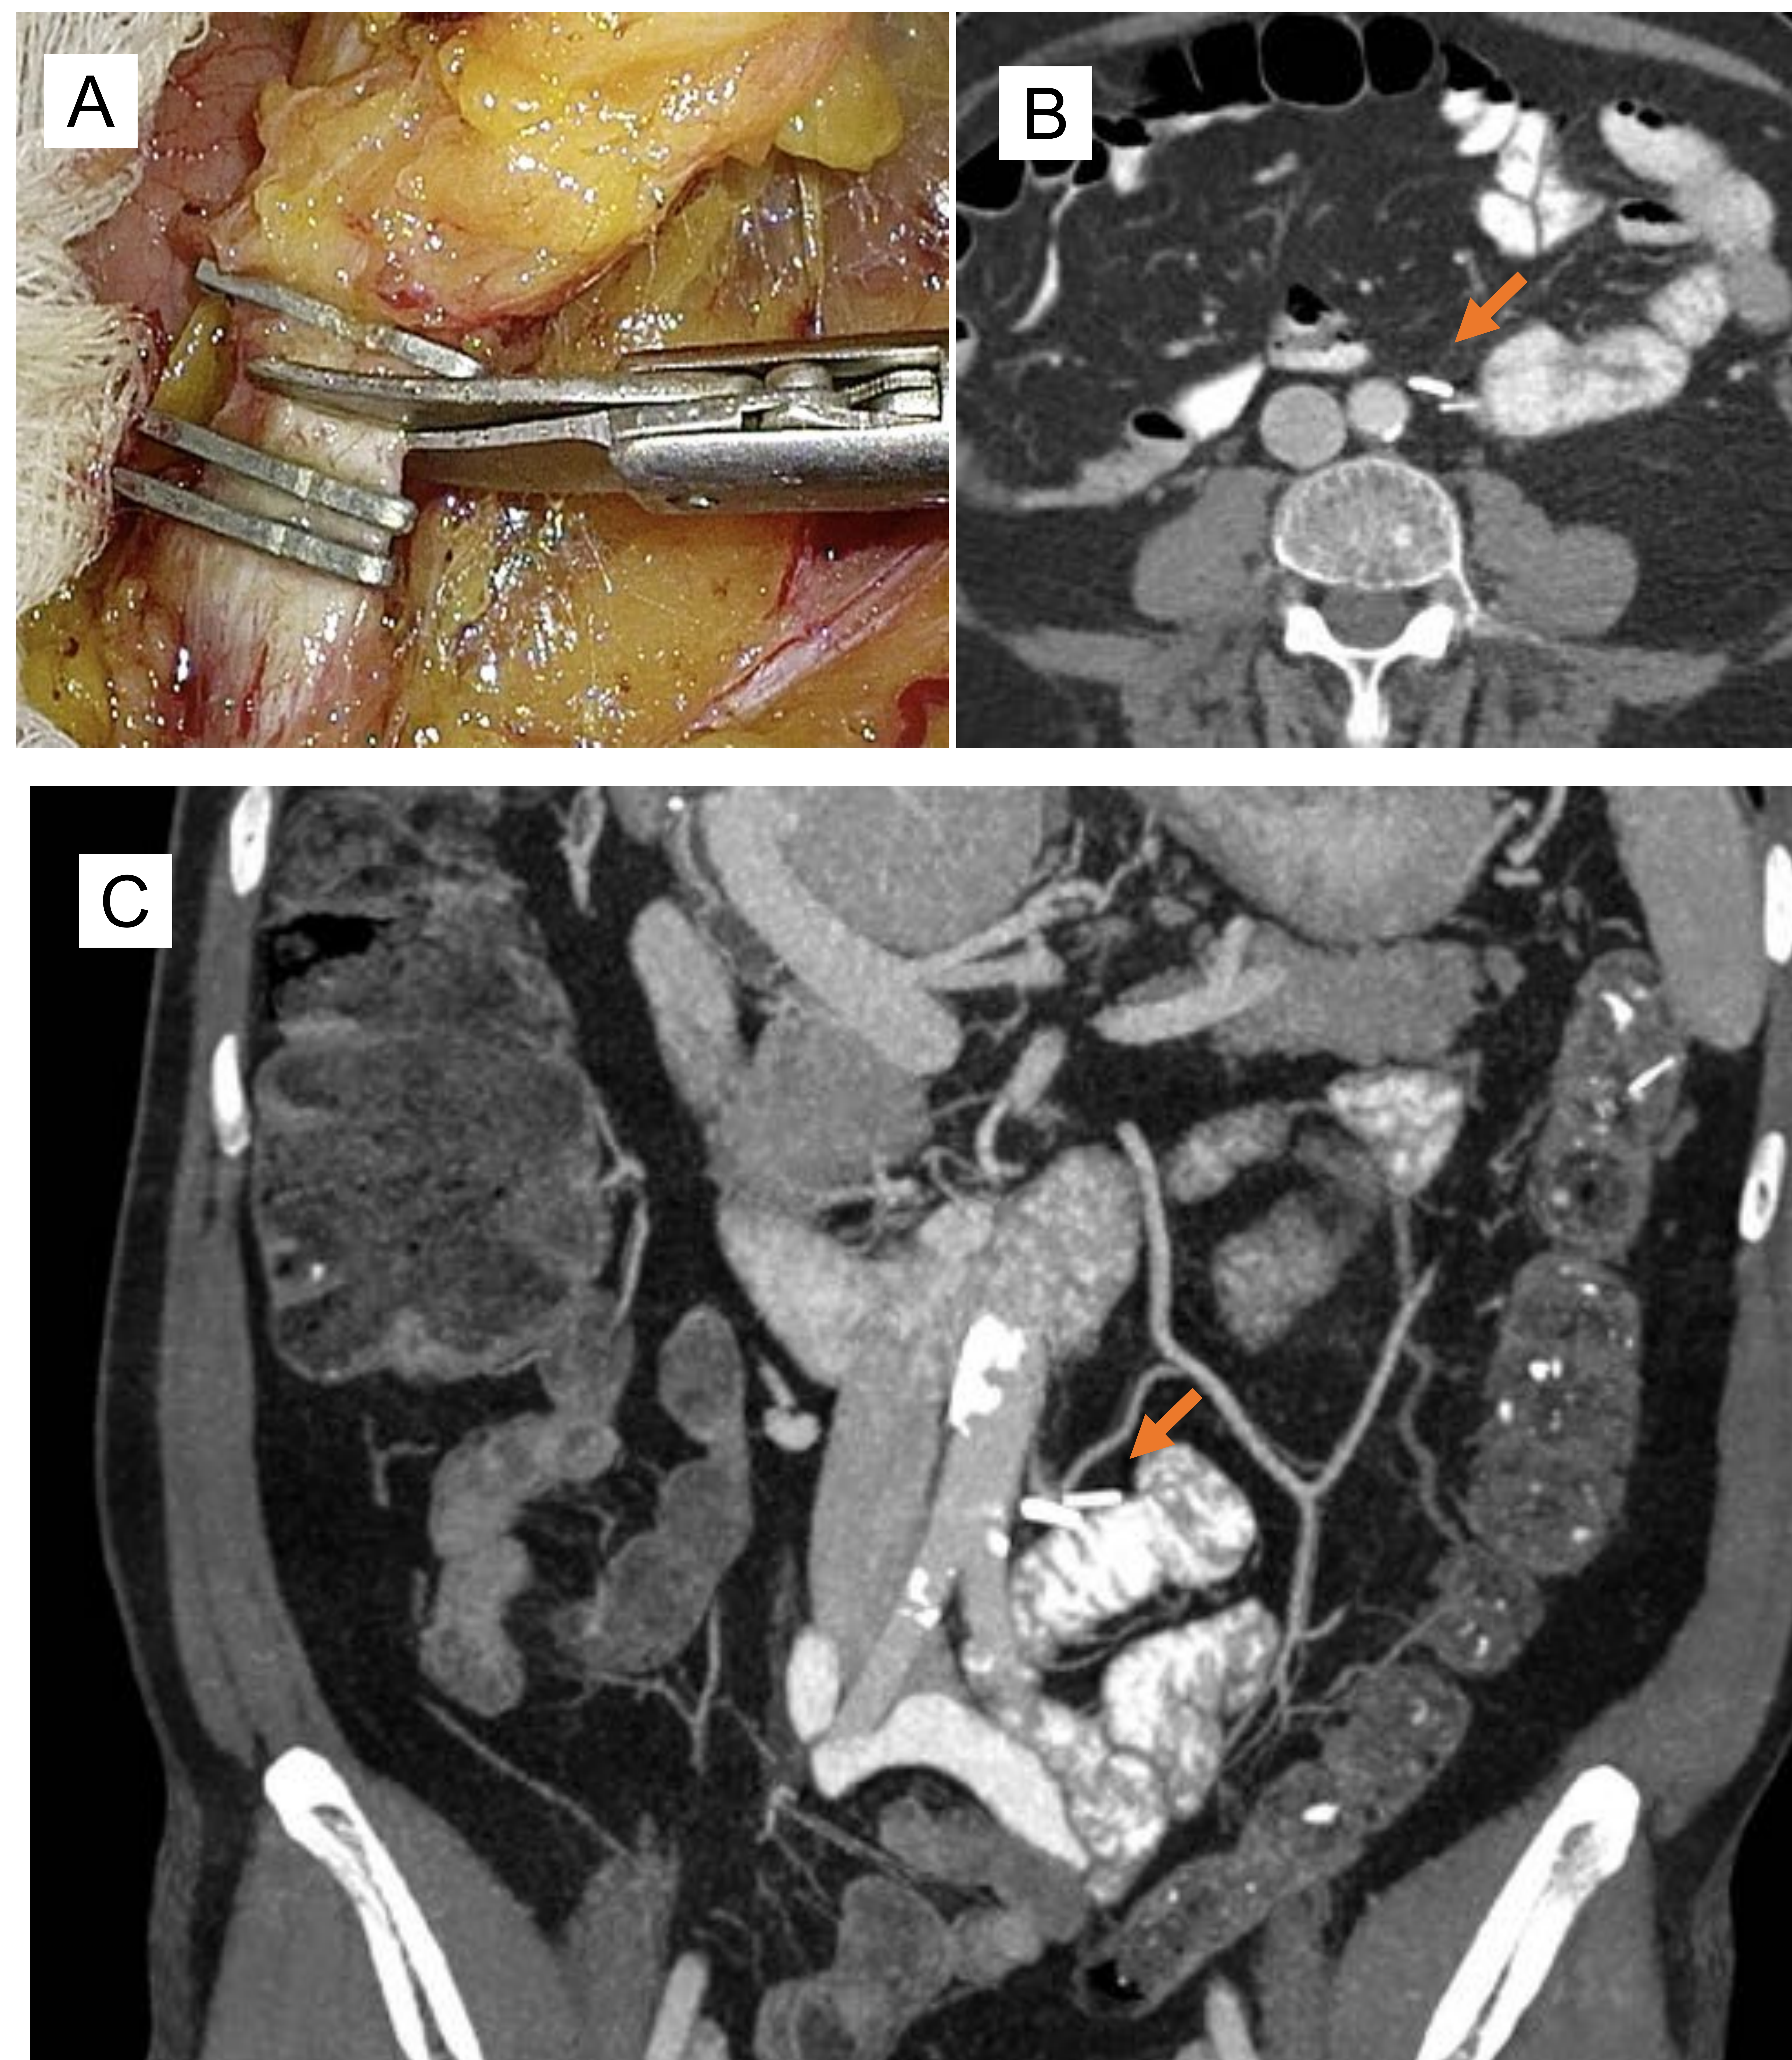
A: Clips vasculares en arteria mesentérica inferior (AMI) en cirugía de resección rectal. B y C: TC postquirúrgico donde se visualiza el clip quirúrgico metálico en AMI (flechas). Reconstrucciones axiales (B) y coronales tipo “*Máximo intensidad projection*” (MIP) (C).
